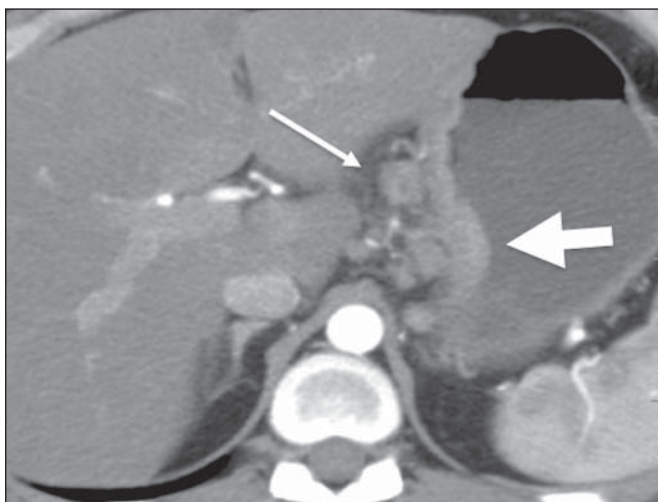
Linfoma gástrico. TC de abdome no plano axial demonstra espessamento da parede da pequena curvatura do estômago (seta larga), bem como acometimento linfonodal regional (seta estreita).
